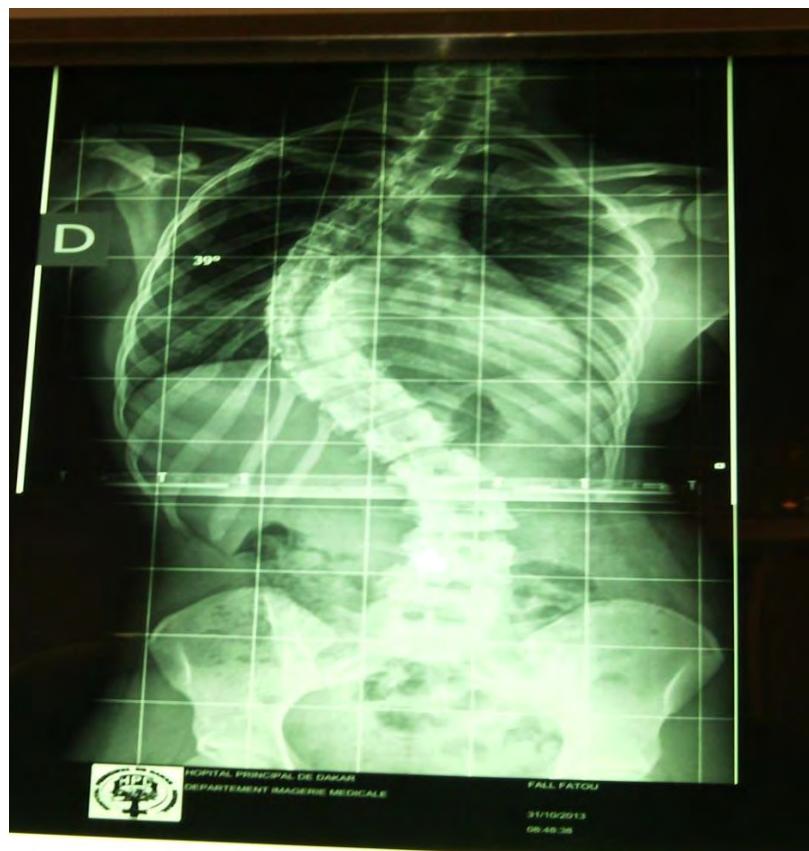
Radiographie d'une scoliose (CHOM)
